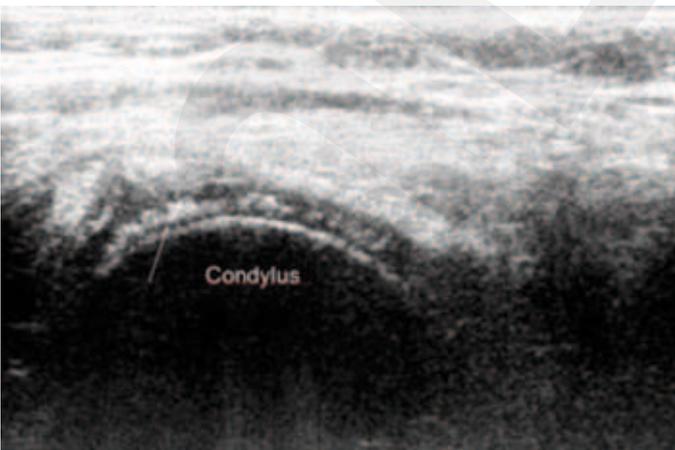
Sonographie am Knie: Doppelkontur am Femurcondylus als Zeichen der CPPD-Ablagerung
